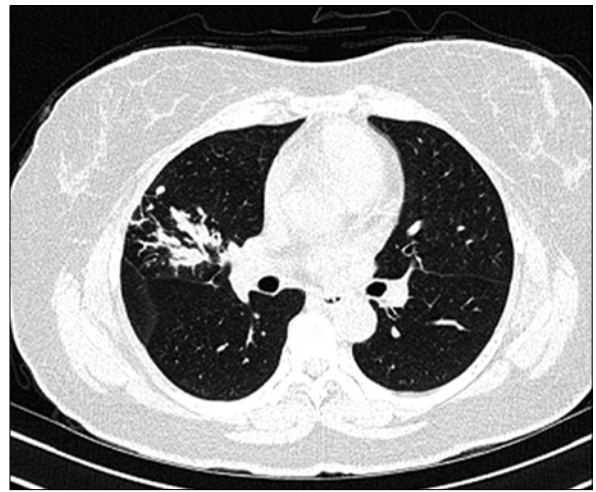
Case 1: Chest computed tomography showed obstructive bronchitis with Bronchiolith in RML (Right middle lobe), lateral segment.
